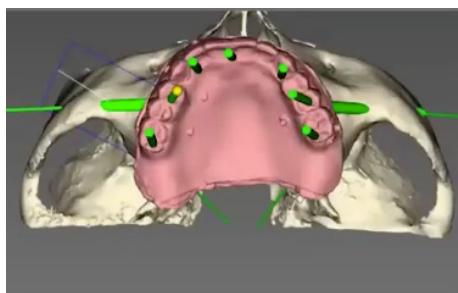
Importazione dei file TC e dell progetto protesico.
